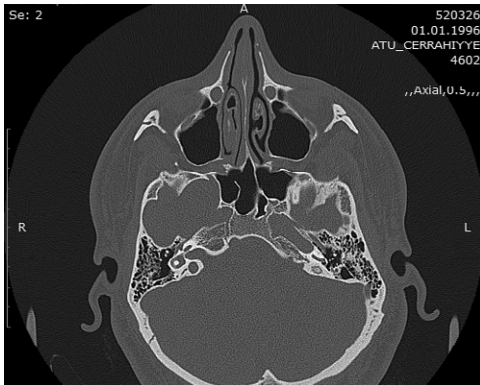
КТ барабанной полости и остальных частей височной кости
